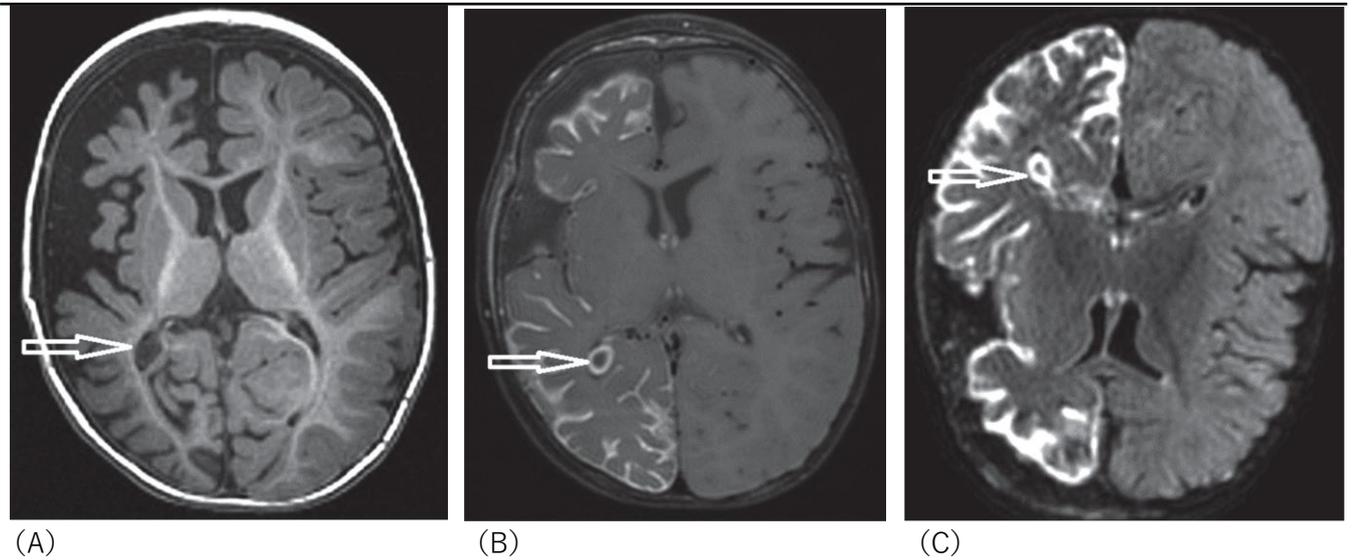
Sturge-Weber 症候群の 12 か月男児の MRI で、右半球の脳軟膜血管腫を示す。T1 強調像 (A) では右大脳半球の萎縮と、脈絡叢拡大の可能性が示されている (矢印)。ガドリニウムを用いた T1 強調像 (B) および FLAIR 像 (C) では、右側髄膜のガドリニウム造影効果と右脈絡叢の拡大 (矢印) が示されている。
